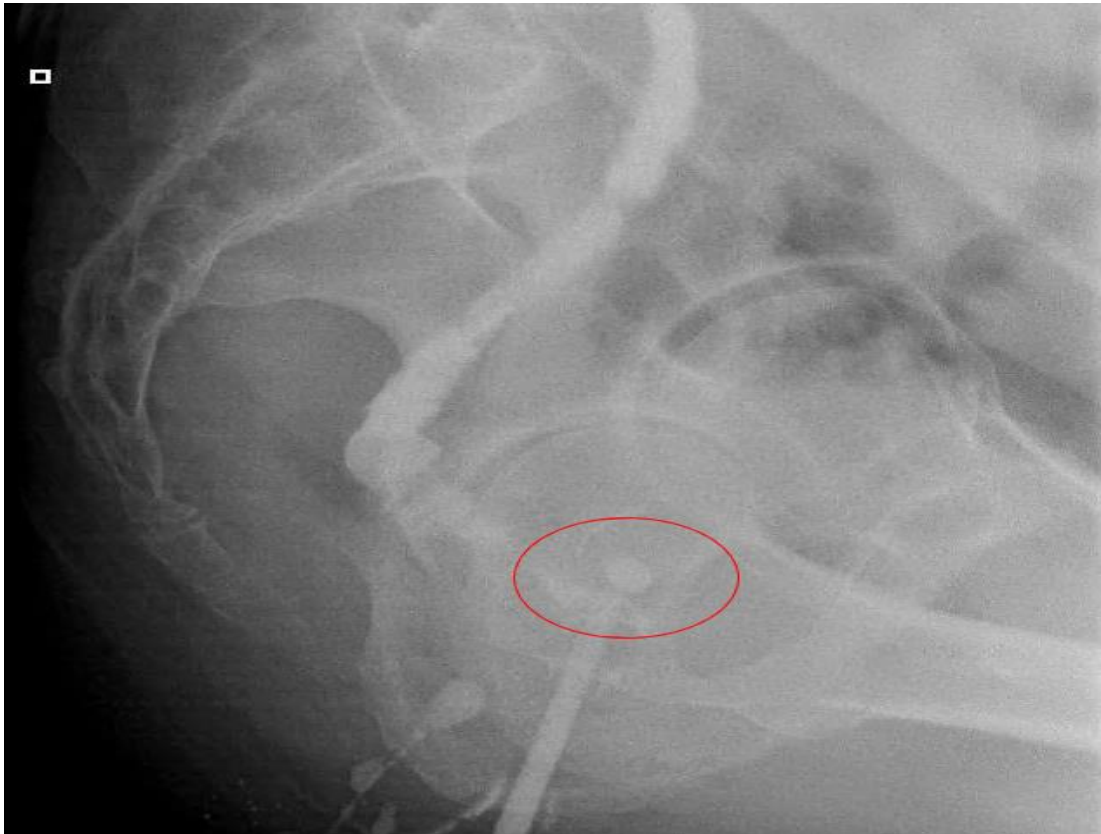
Пациент В. 67 лет, ИБ 9183/17. При контрольном рентгенологическом исследовании через 3 месяца: дефект зоны анастомоза с формированием полости.
